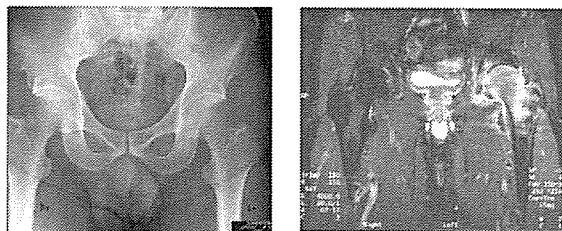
症例 3 単純X線像及び脂肪抑制T2 強調像
